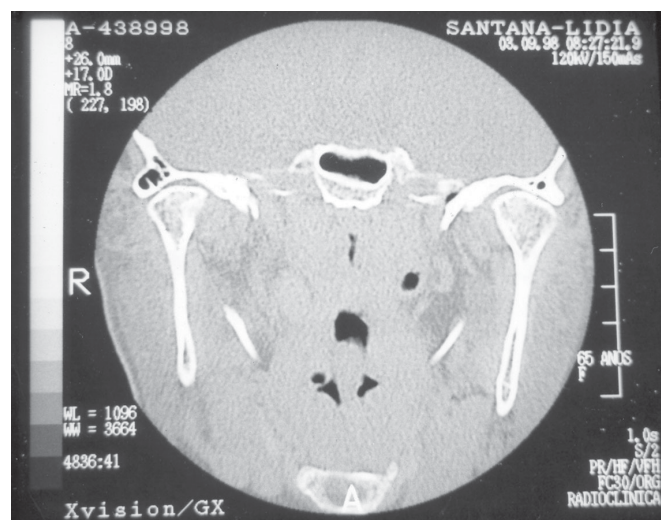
Tomografia computadorizada de base de crânio, mostrando as apófises estilóides alongadas e atingindo o espaço látero-faríngeo.
